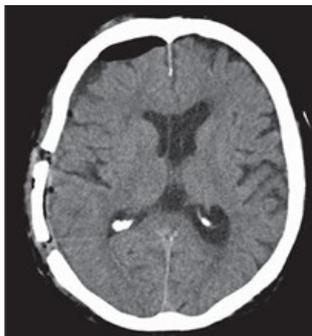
Пациент С., 40 лет. КТ- головного мозга после операции костно-пластической трепанации черепа
